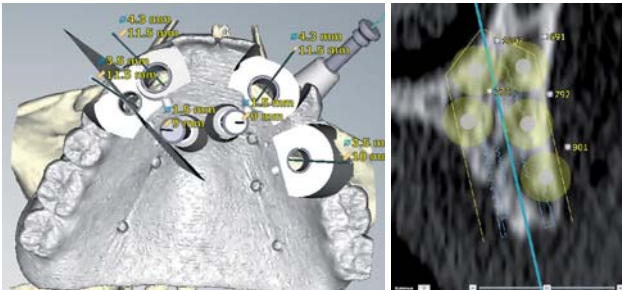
Die Bohrschablone wird realistisch in 3-D dargestellt (Bild stammt von einem anderen Fallbeispiel). – Abb. 4: Auch die Knochendichtemessung wurde weiter optimiert. Die Zahlen geben die Hounsfield-Einheiten an definierten Punkten wieder, wie sie aus dem Tomografie-Datensatz errechnet wurden.
